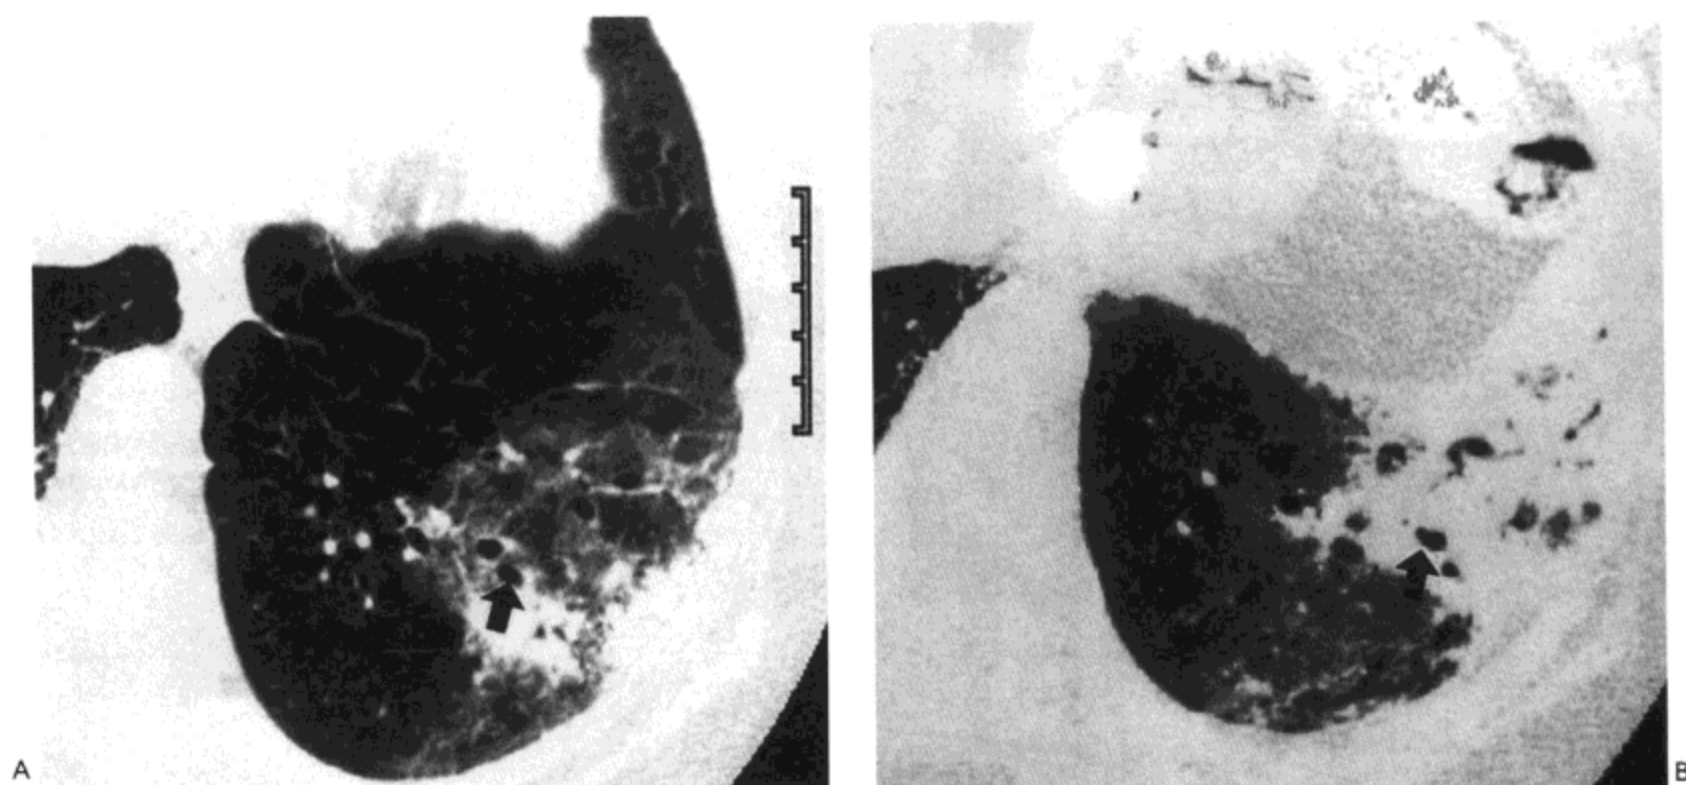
A, B: 黏液性细支气管肺泡癌—支气管气相。左肺下叶基底段水平高分辨率 CT 影像 (1.0 mm 层厚) 示毛玻璃影与肺实变。肿瘤内明显可见开放, 但有些扩张的气道 (箭号) (经同意选自 Jang HJ 等, Radiology 1996;199:485-488)。
